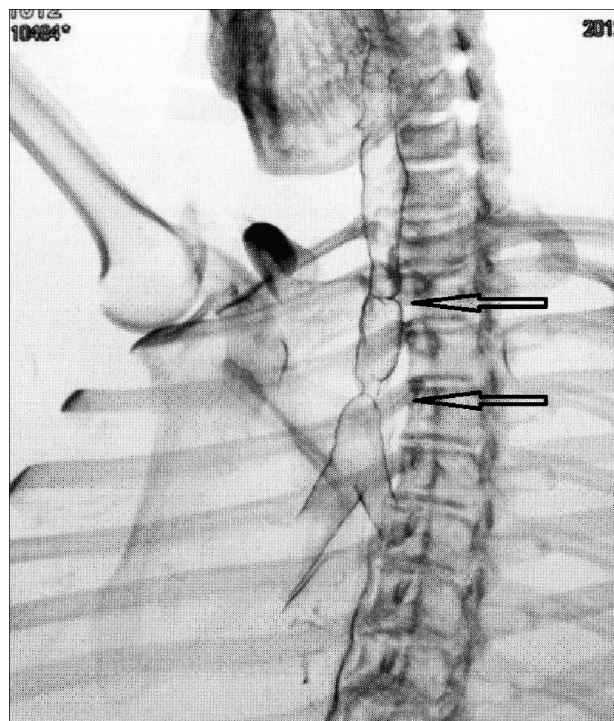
Компьютерная томограмма трахеи (3D-реконструкция). Определяется сужение трахеи на двух уровнях (помечено стрелками) с сохраненным фрагментом дыхательного пути между ними в боковой проекции.
